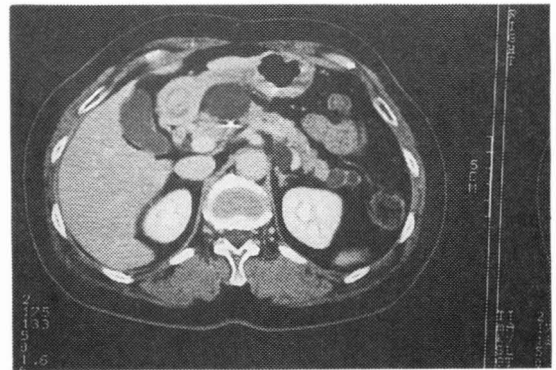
腹部CT像 膵頭部に嚢胞壁の一部に石灰化像を伴う直径3 cmの円形の膵嚢胞を認める。体尾部にも膵嚢胞を認める。
